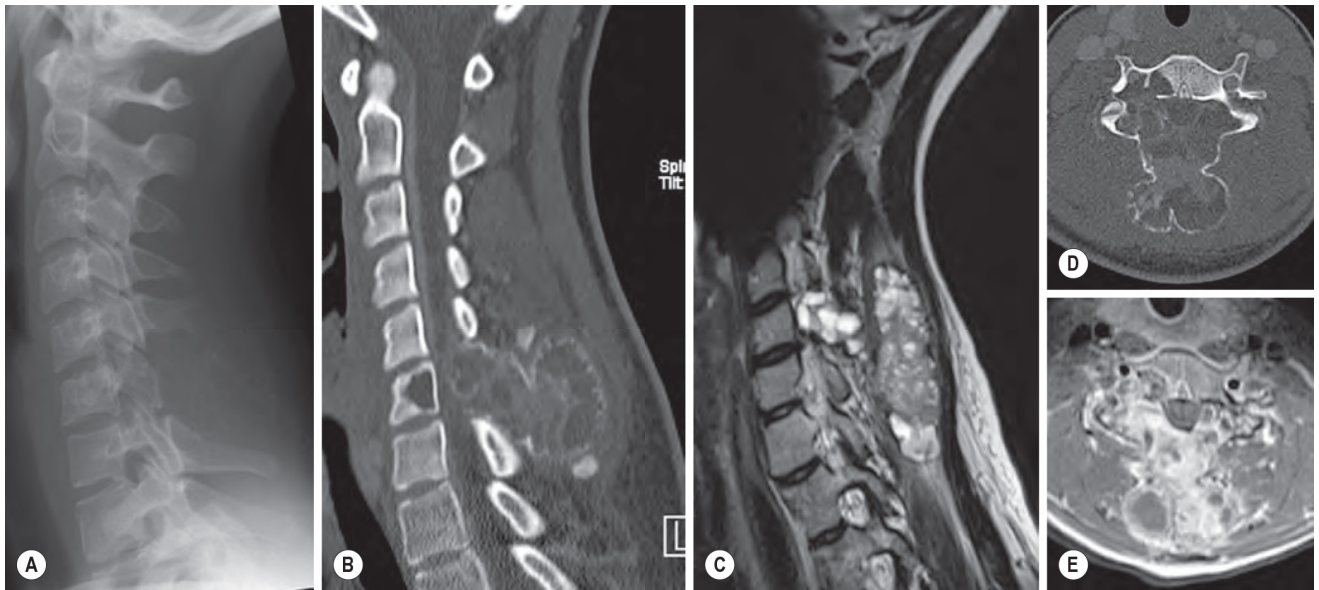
Comparison of Plain Film Radiography, Multidetector Computed Tomography (MDCT) and Magnetic Resonance Imaging (MRI) in a Patient With a Giant Cell Tumour and Secondary Aneurysmal Bone Cyst. Plain film (A) shows the absence of the C6 spinous process seemingly replaced by a soft-tissue mass, including some slight calcifications and/or remnants of cortical bone. The full extension of the lesion in the spinal canal, the vertebral body, pedicles and posterior elements becomes evident with the use of MDCT (B and D) and MRI (C and E). On these T2 weighted images, fluid-fluid levels can be observed, which are a hallmark for aneurysmal bone cyst.
